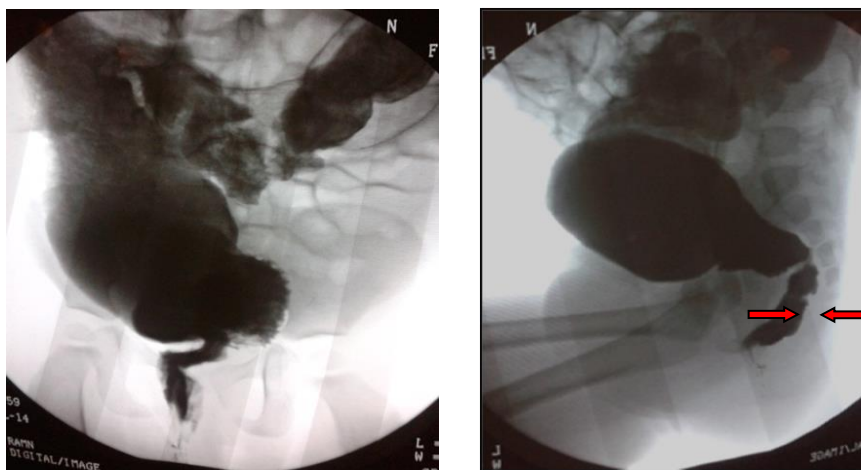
Рентгенологическая картина ребенка 2-х лет. Картина ректальной формы болезни Гиршпрунга (прямая и боковая проекции). Четко определяется суженная аганглионарная зона, переходная зона, супрастенотическое расширение. Также отмечается расширение ретроректального пространства (показано стрелками).
